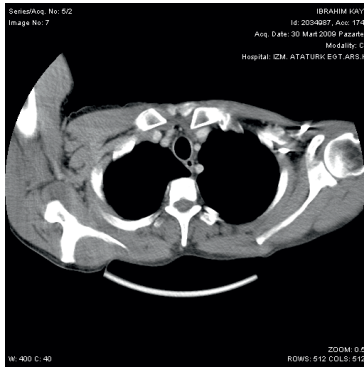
Olgunun tedavi öncesi toraks BT görüntüsü
